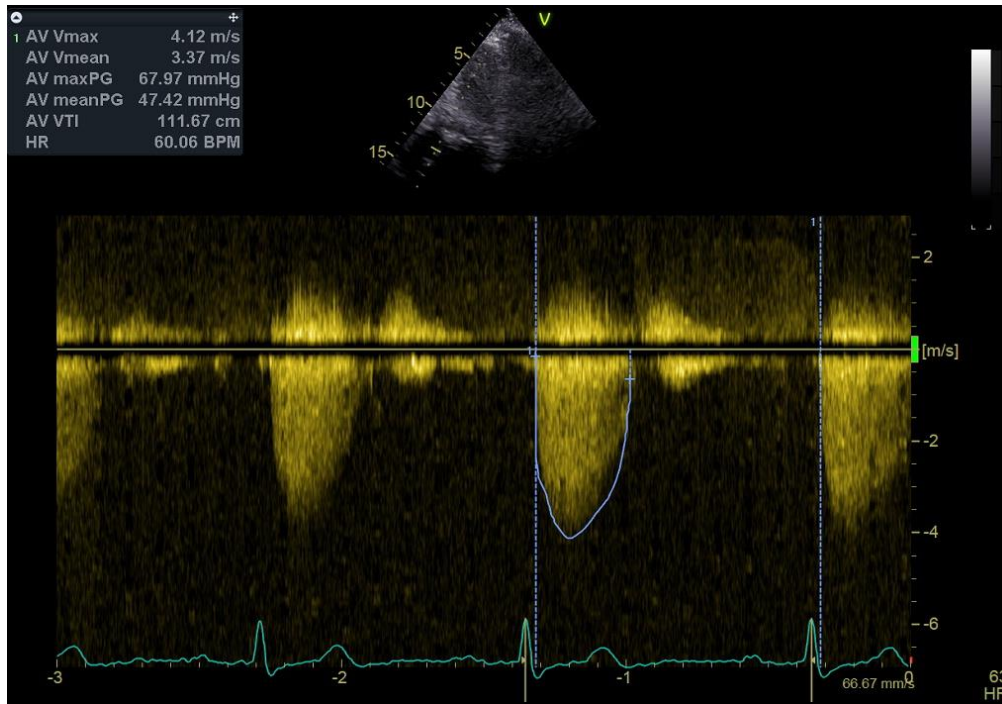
Messung der aortalen Parameter mittels CW-Doppler. Kardiologie, Universitätsklinikum Würzburg
